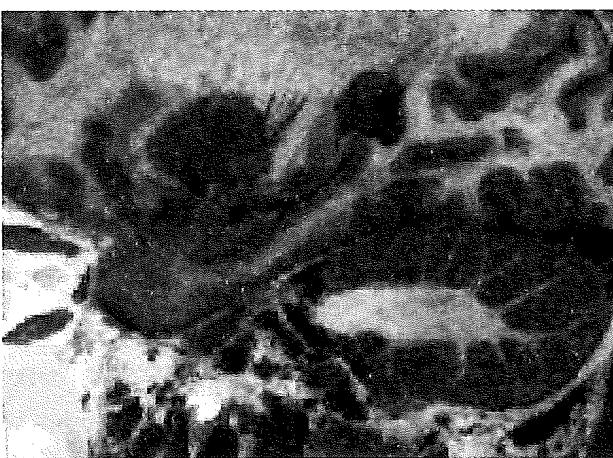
Sagittal slice at the hippocampal formation level(cranial and spinal magnetic resonance Imaging- an atlas and guide, str 106)
